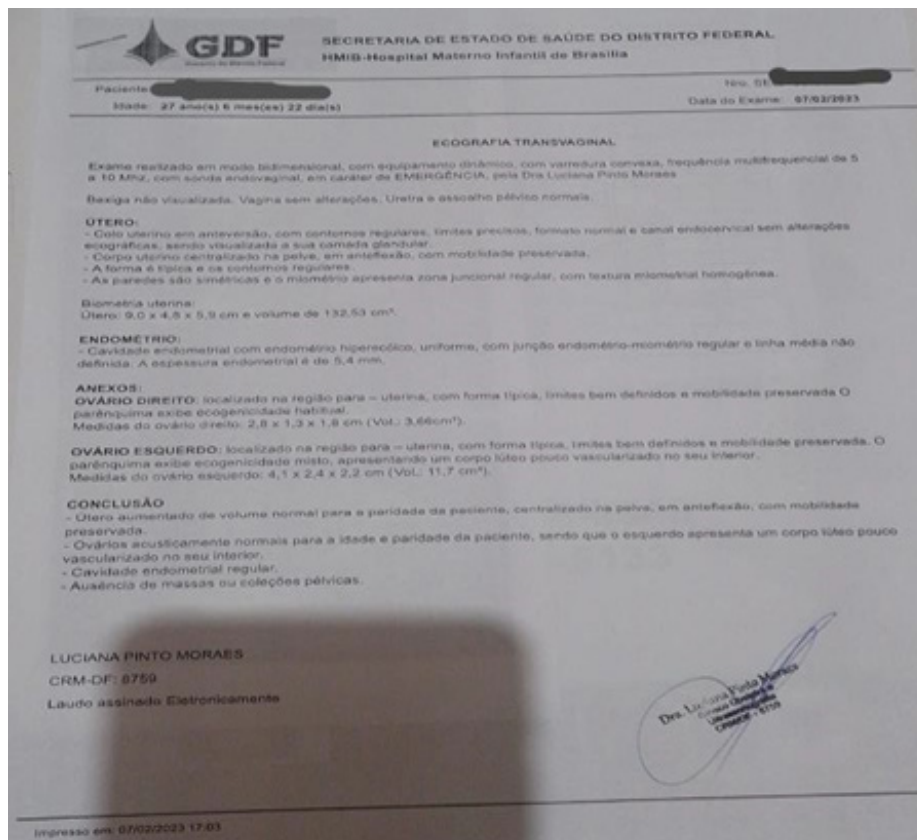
Laudo do exame de Ultrassonografia conduzido em 7 de fevereiro de 2023, no qual foi confirmada a ocorrência de um aborto (Fonte: Arquivo pessoal da família, 2023).
